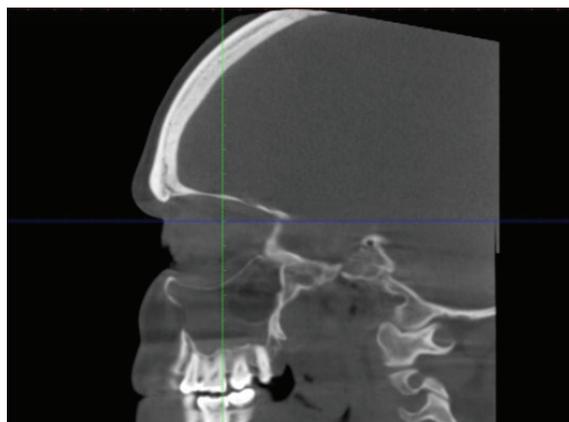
TAC de nariz y senos paranasales.
